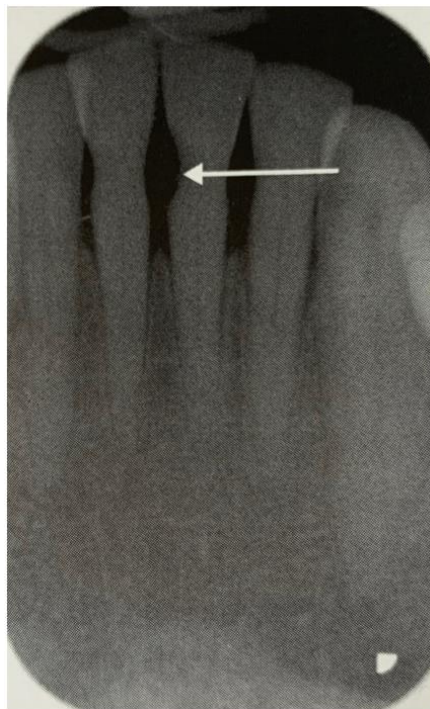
radiographie rétro-alvéolaire de dents ayant subi des surfaçages réguliers
